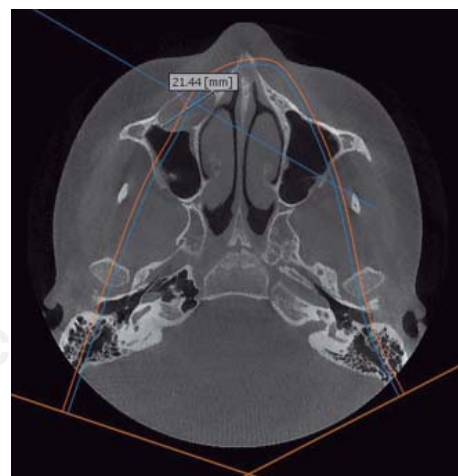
Tomografía de haz cónico corte axial, quiste de 2.6 cm de diámetro.
